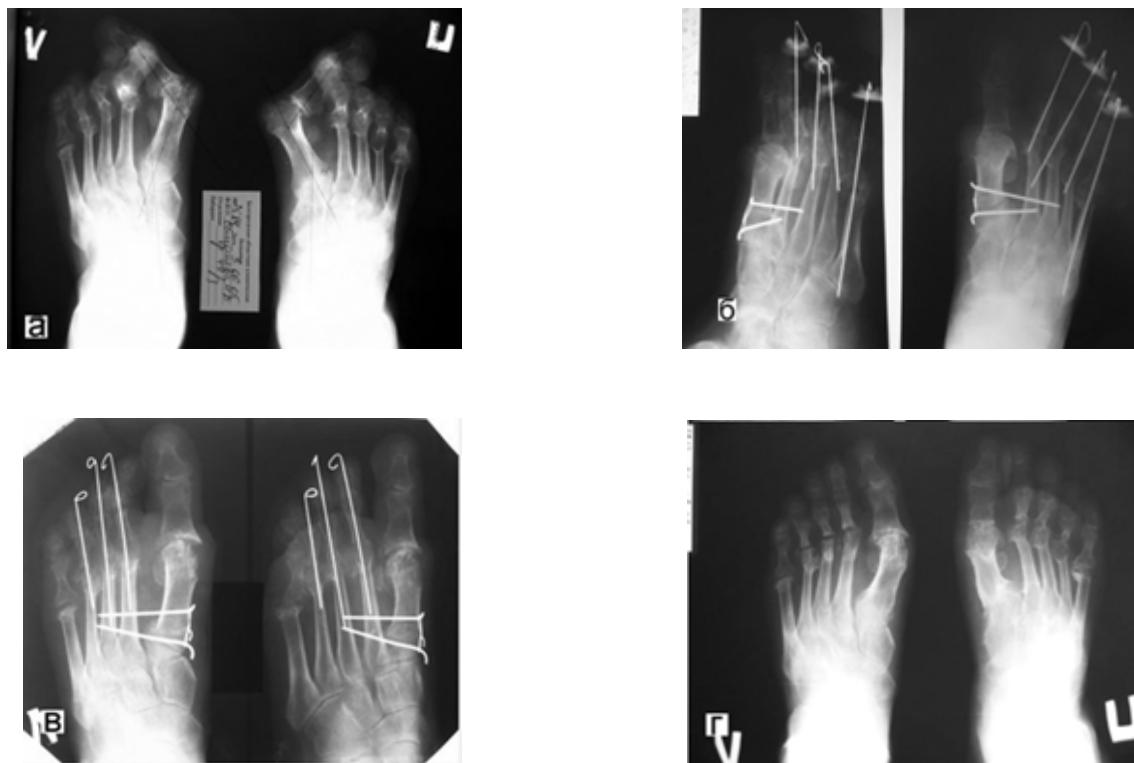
Рентгенограммы больной С., 52 лет: а – до операции; б, в – после оперативного вмешательства; г – спустя год после операции.
